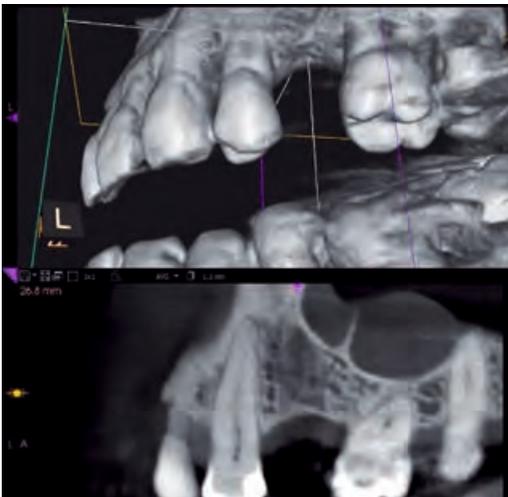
Die Kombination von 3D-Röntgen und CAD/CAM ermöglicht präzises Backward Planning.
